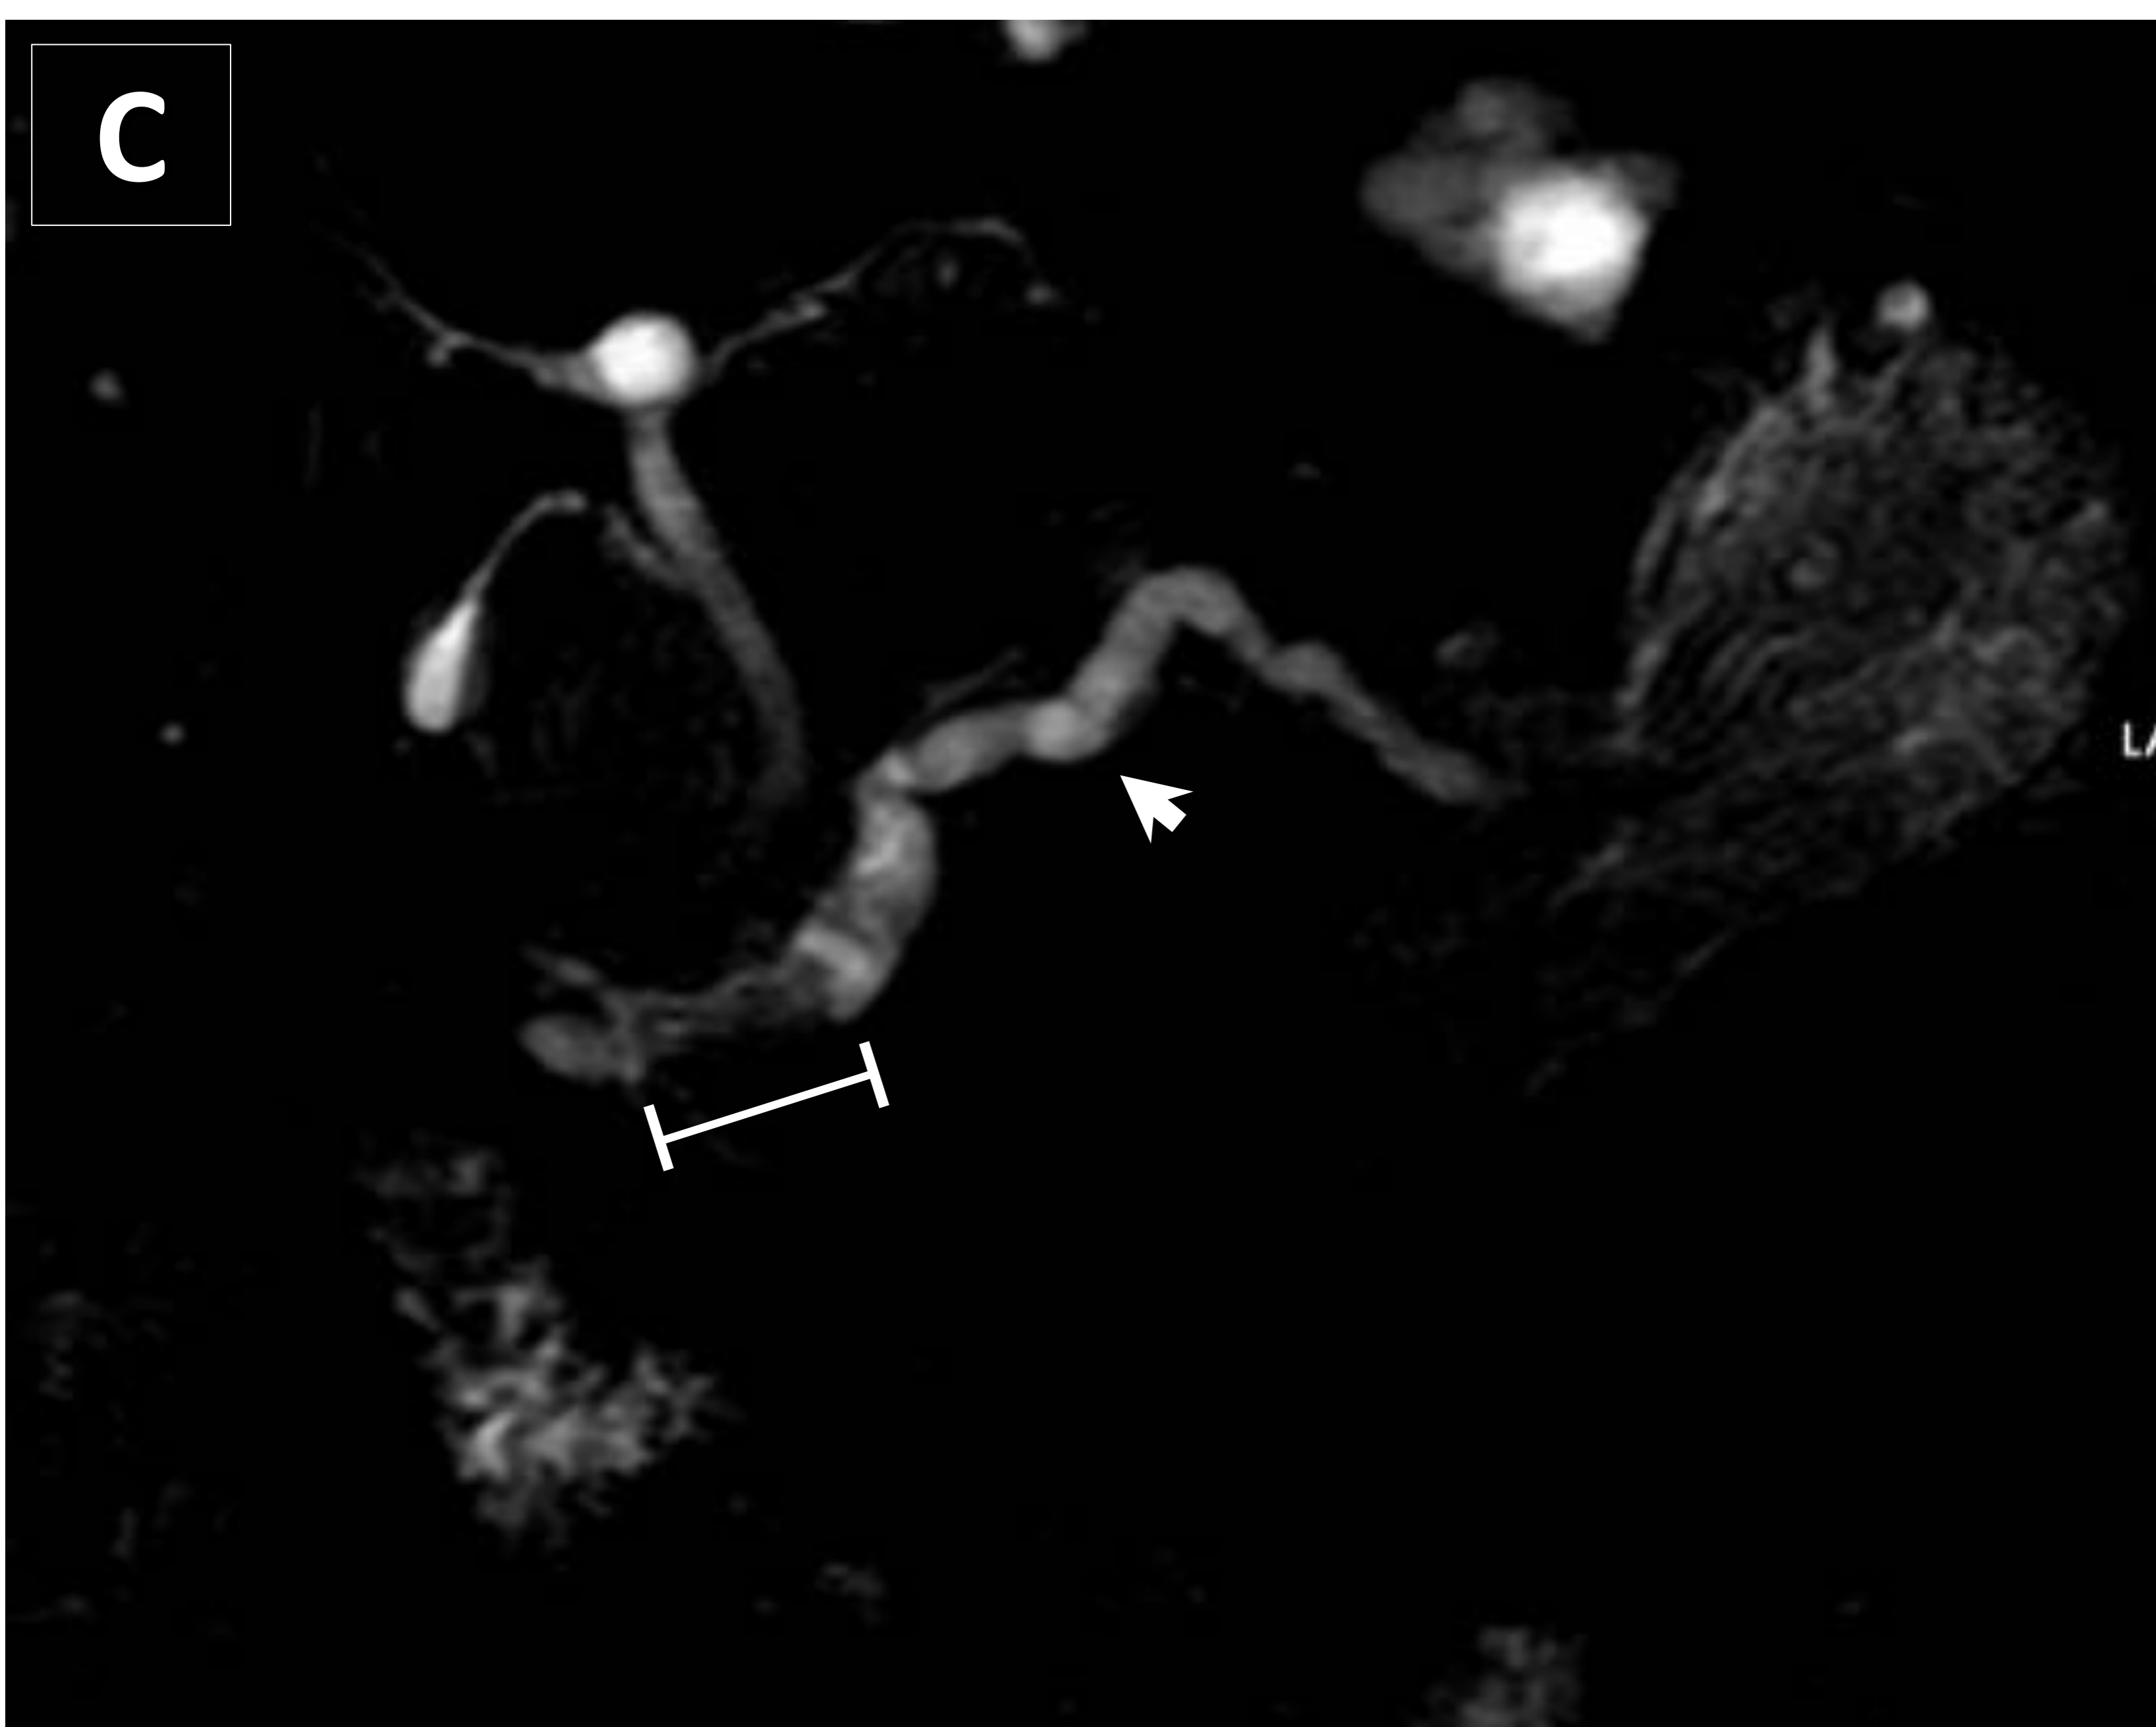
TPMI DE RAMA PRINCIPAL. Paciente varón de 90 años con hallazgo incidental en contexto de coxalgia y antecedente de adenocarcinoma prostático. En la RM T2-TSE (A) se observa dilatación del ducto pancreático principal, con un engrosamiento tisular mural intraluminal de señal hipointensa (flecha roja) respecto al resto del contenido ductal (flecha amarilla delgada) que en la RM con contraste en fase portal (B) presenta captación (flecha blanca) que confirma la naturaleza sólida. La CPRM (C), demuestra mejor la dilatación arrosariada retrógrada del conducto de Wirsung en todo su recorrido de hasta 13 mm (punta de flecha) condicionada por el componente mural sólido que se observa como el defecto de señal intraluminal señalado en el interior del ducto (línea blanca) que oblitera parcialmente su luz. Se realizó PAAF guiada por EUS (D), en la cual se obtuvo muestra del componente intraluminal sólido (flecha amarilla). Resultado de PAAF: Tumor mucinoso intraductal pancreático con displasia de bajo grado.
